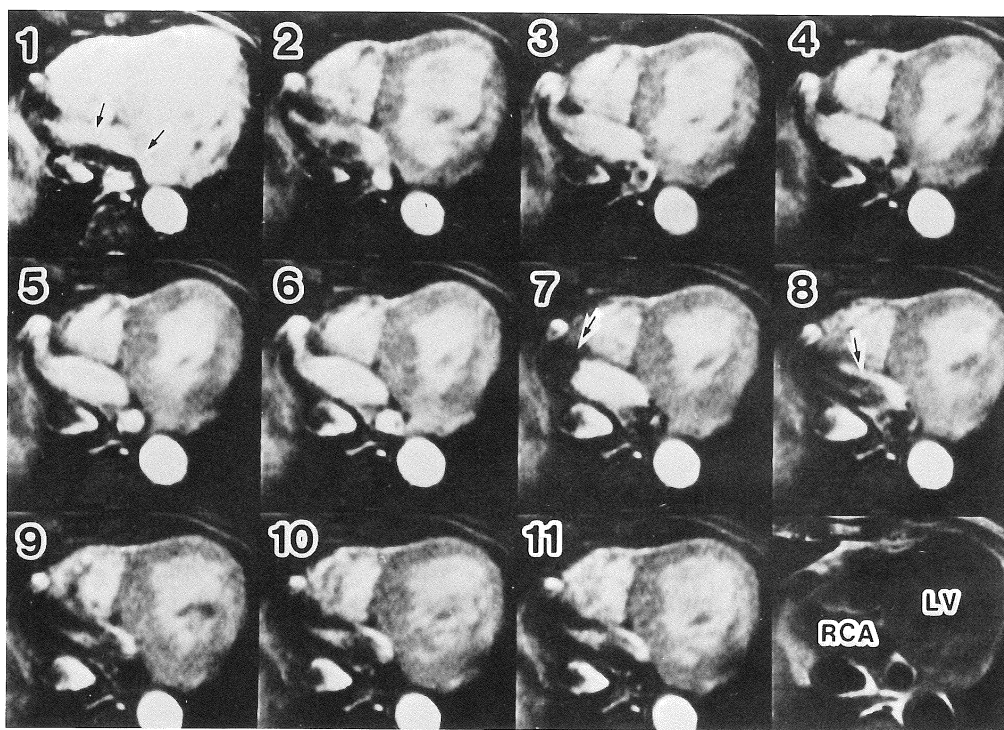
Transverse cine MR images (TR=35ms, TE=12ms). Eleven time frames acquired at the same level as Fig.3-B are displayed. Image 1 represents early systole. Image 7 shows early diastole. Note area of low signal intensity within dilated right coronary artery (RCA) in image 1 (arrows) showing systolic regurgitant flow from left ventricle into RCA. In early diastole, a fan-shaped area of signal loss is seen extending toward the distal site within RCA, which represents normal direction of coronary flow (arrows, image 7 and 8).
